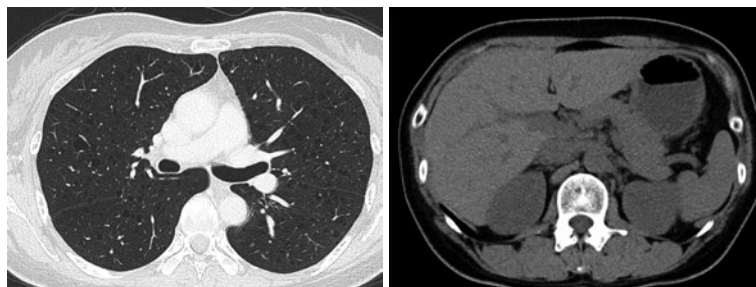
シロリムス開始から4ヶ月目の胸腹部単純CT. 胸腹水の再貯留を認めなかった.
